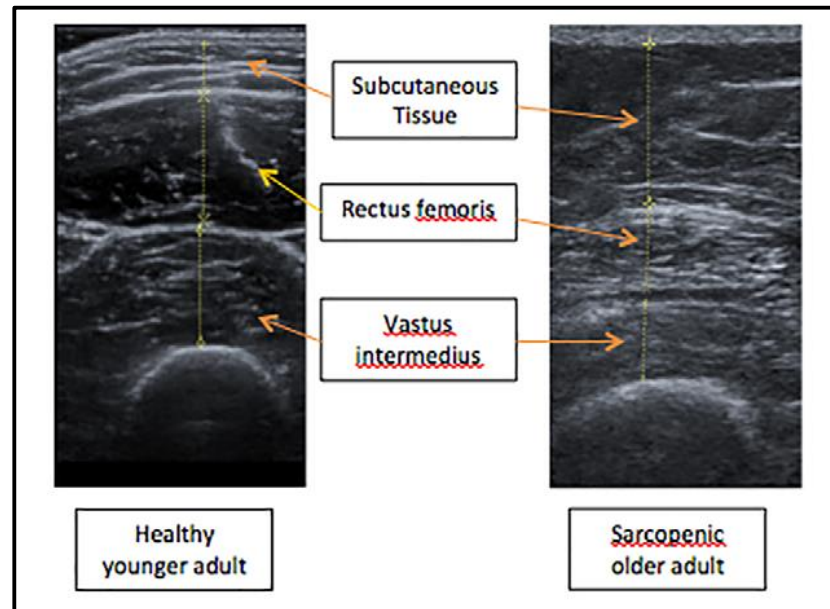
Image échographique de la cuisse chez un sujet jeune normal et un autre âgé sarcopénique (Stringer & Wilson, 2018).
